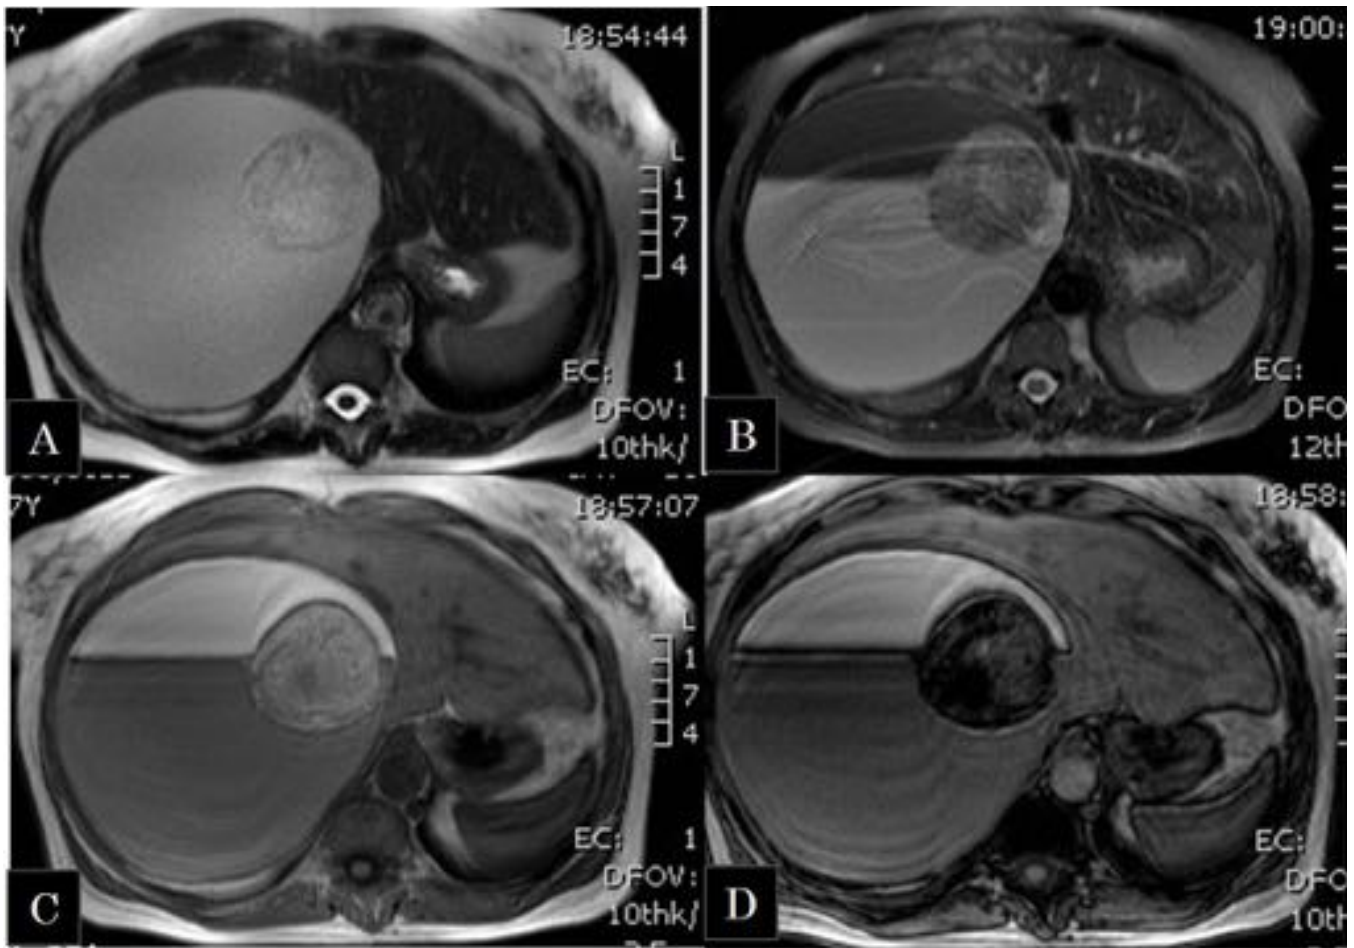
RM abdominal. imágenes axiales T2, supresión grasa y T1 en fase/fase opuesta: se confirman los hallazgos de la TC abdominal. Se observa una gran tumoración retroperitoneal que produce efecto de masa sobre las estructuras adyacentes. se observa formación de nivel líquido-grasa (hiper-hiper) (A) con pérdida de señal en la secuencia con supresión grasa (B). En el estudio fase/fuera de fase se observa una lesión nodular que pierde señal en fase opuesta en relación con grasa.
